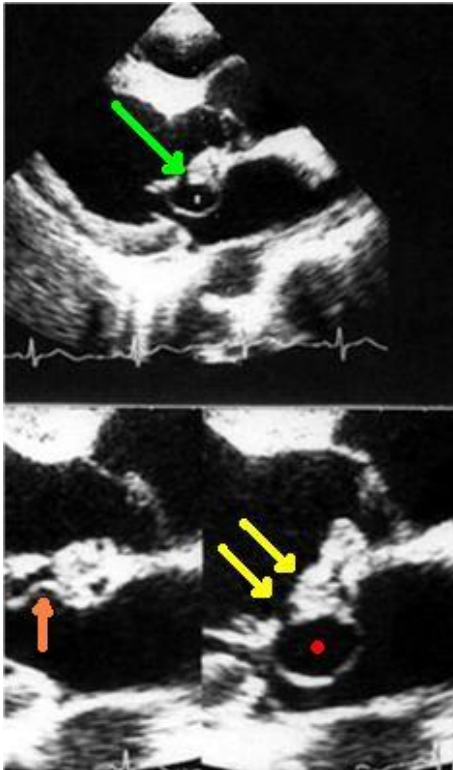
Ecocardiograma. Proyección paraesternal eje largo en ETT (ecocardiografía transtorácica). Obsérvese un pseudoaneurisma mitral (punto rojo). También se puede identificar la perforación del velo anterior (flecha verde), las vegetaciones del velo anterior (dos flechas) y el colapso del pseudoaneurisma en diástole (flecha naranja). González Aguilar Alberto, Aguilar Cecilia, Lizardi Javier Endocarditis bacteriana. Reporte de un caso y revisión en la Literatura Medigraphic 2005.
